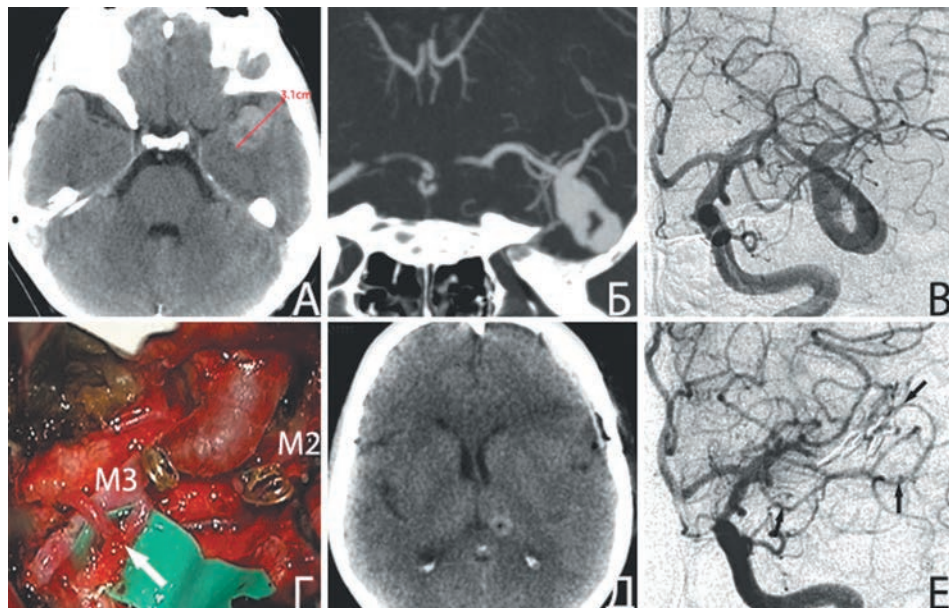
Треппинг фузиформной частично тромбированной аневризмы М2-сегмента левой СМА после создания анастомоза между височной ветвью и М3-сегментом СМА слева. А — КТ до операции: видно тромбированное тело аневризмы; Б-В — КТ-ангиография и прямая субтракционная ангиография до операции: видна фузиформная (в виде петли) аневризма; Г — интраоперационная фотография: треппинг аневризмы после создания анастомоза (указан стрелкой) по типу «конец в бок»; Д — КТ после операции: отсутствие ишемических нарушений; Е — прямая субтракционная ангиография после операции: полное выключение аневризмы, височная ветвь левой СМА, являющаяся донором дистальных отделов выключенного вместе с аневризмой М2-сегмента, указана стрелками.
